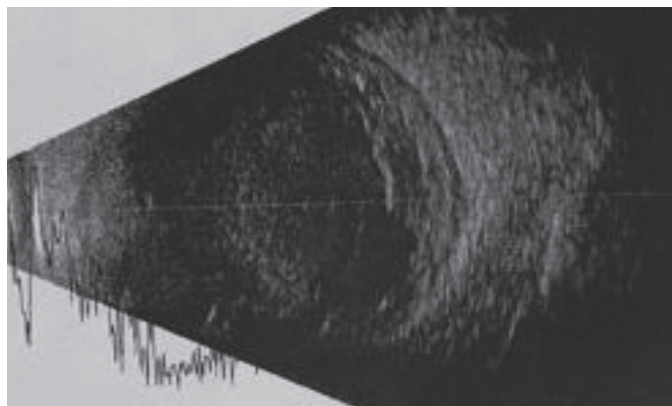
Ультразвуковой метод исследования (УЗИ) 33 день после операции: OS - Помутнение стекловидного тела, экссудат. Утолщение оболочек. не исключается Abl.retinae
